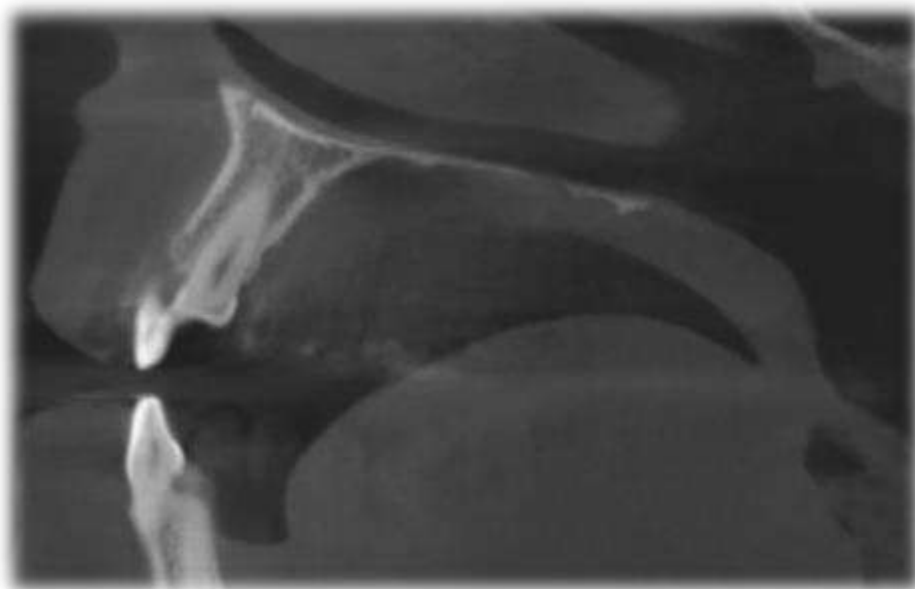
Томограмма челюсти больного.
